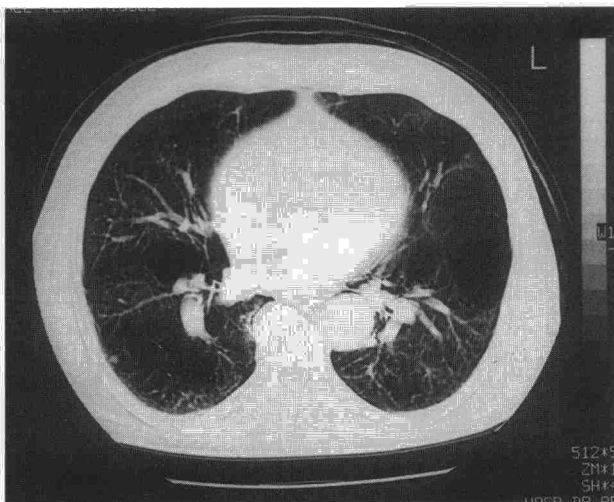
TAC torácica: enfisema panacinar, con amplias zonas de destrucción, formando grandes bullas de predominio en campos inferiores.
